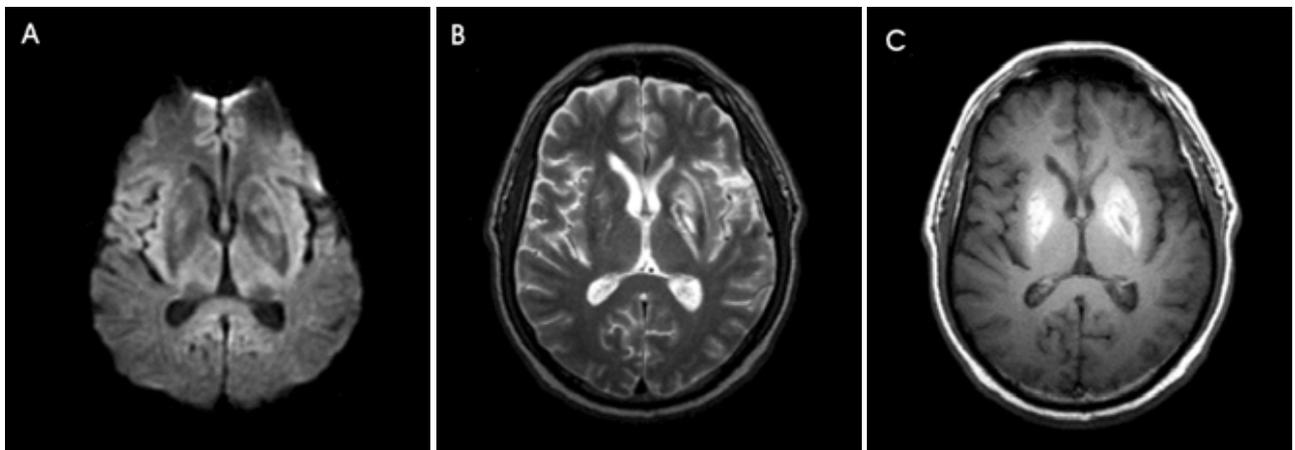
Follow-up brain MRI 10 days later. Compared with the previous MRI, axial diffusion-weighted image (A) and T2-weighted image (B) show markedly decreased high signal intensities at the lenticular nuclei bilaterally. Axial T1WI (C) shows high signal intensities at the both lenticular nuclei.
